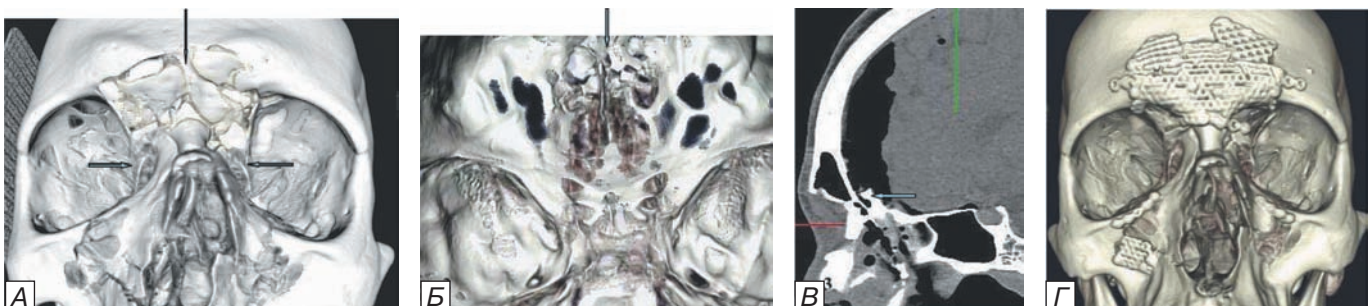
Компьютерные томограммы больного П., 32 лет. А) оскольчатый перелом назо-этноидального комплекса; Б) перелом основания черепа на уровне задней стенки лобной пазухи и передних отделов ситовидной пластины; В), Г) обработка и облитерация лобной пазухи, репозиция и остеосинтез передней стенки лобной пазухи, медиальных отделов верхне-глазничного края, лобно-носового шва и верхней челюсти.
